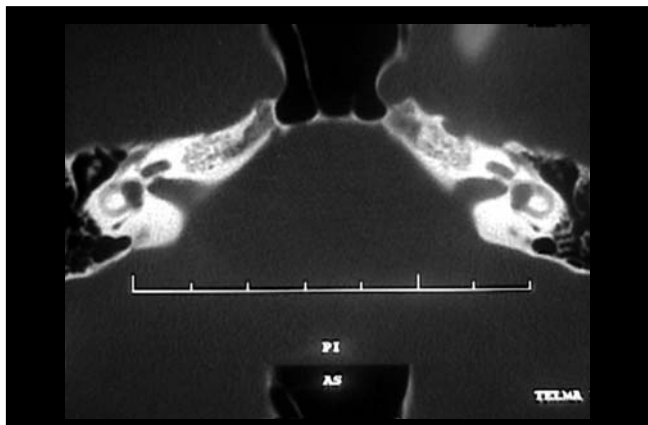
TC mostrando alargamento de aqueduto vestibular esquerdo.
